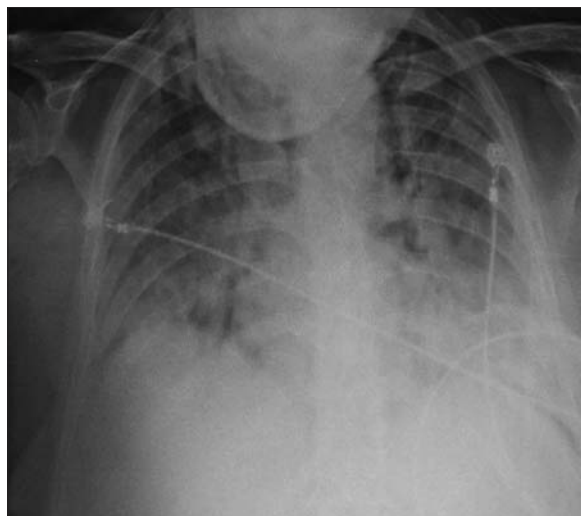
Radiografía de tórax al ingreso a la unidad de cuidados intensivos (18/12/2014). Infiltrados bilaterales y difusos de los cuatro cuadrantes.
